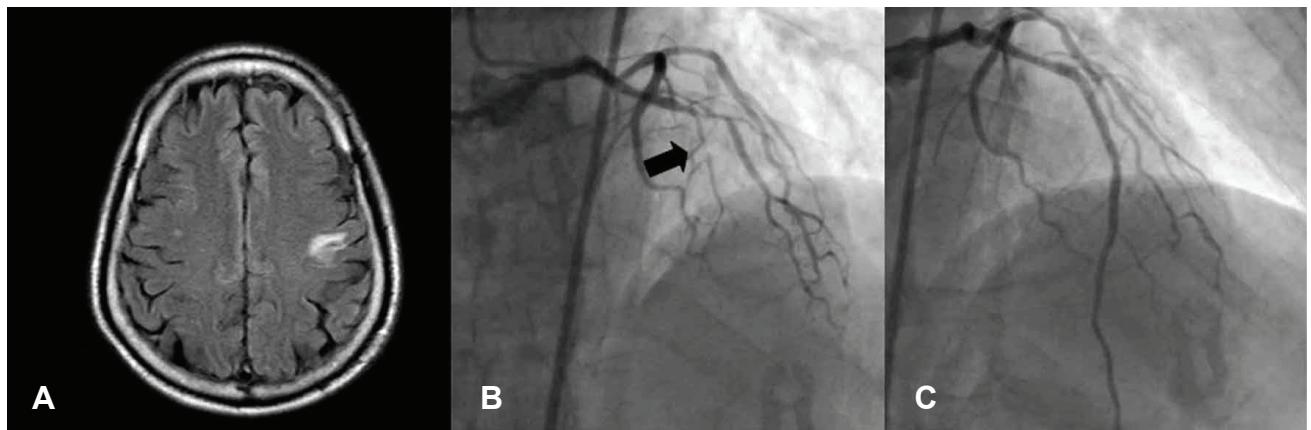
In case 2, T1-weighted magnetic resonance imaging on the 2nd hospital day revealed an acute ischemic lesion of the left precentral gyral cortex and the right temporal cortex (A). Coronary angiography revealed occlusion of the middle (arrow) left anterior descending artery (B). Percutaneous coronary stenting was successfully performed at the occlusion site (C).
